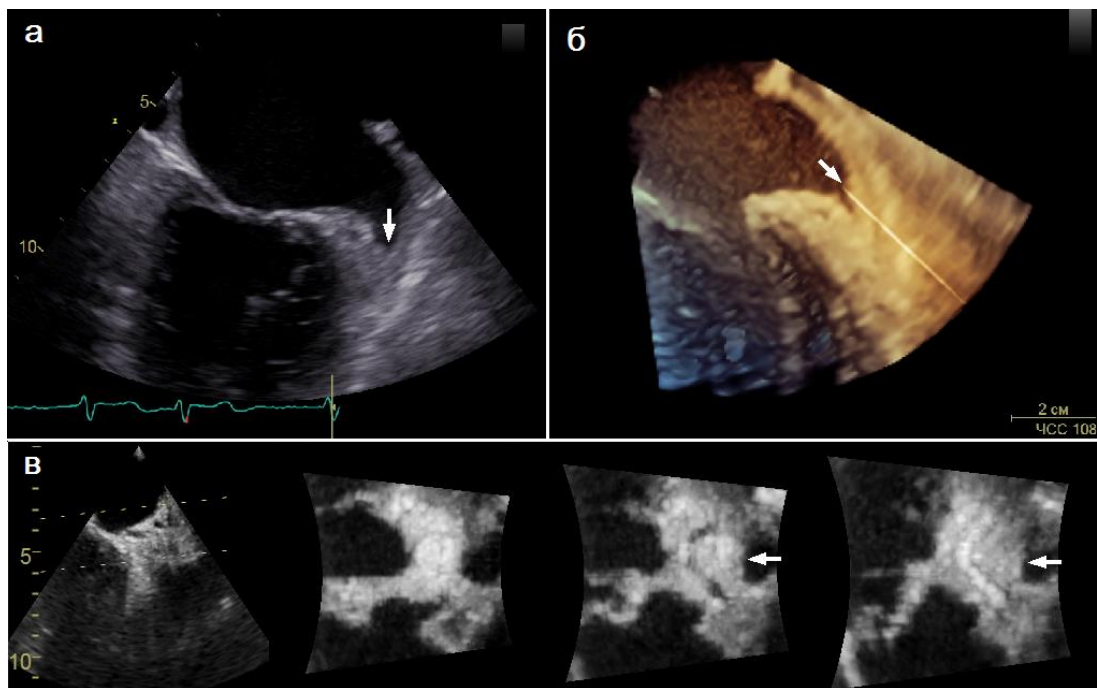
Тромб УЛП (указан стрелкой) у пациента, перенесшего COVID-19 при двухмерной (а), трехмерной (б) и трехмерной многосрезовой (в) чреспищеводной эхокардиографии
